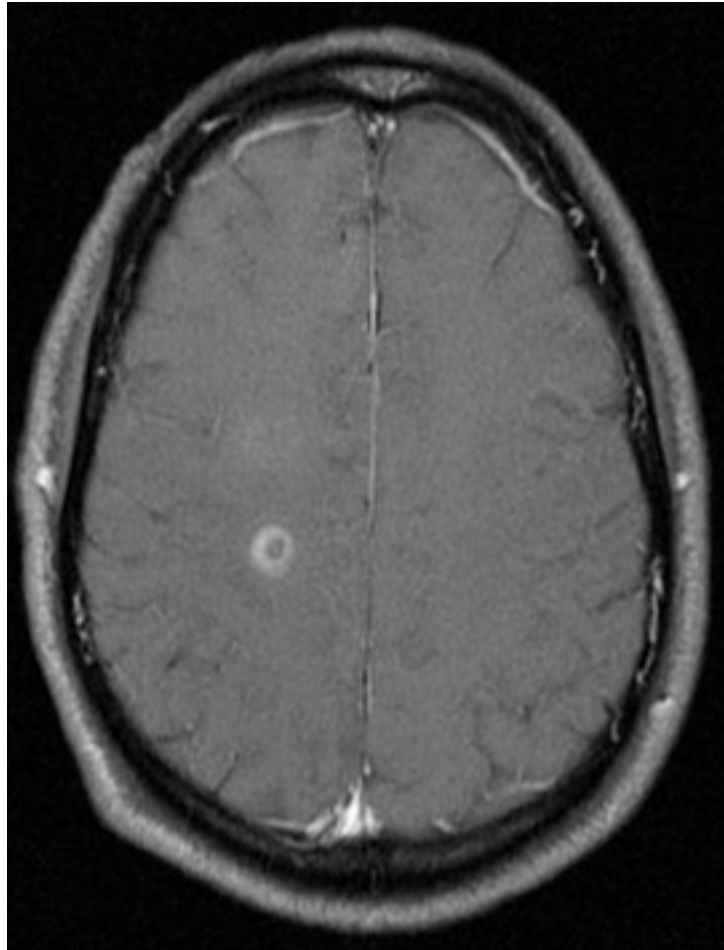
Séries de imagens de ressonância nuclear magnética (RNM) do cérebro de um paciente com encefalomielite disseminada aguda: imagem de pós-contraste com gadolínio em T1 mostra o realce em anel ao redor de uma lesão na região do centro semioval e realce fraco difuso logo acima dessa área
